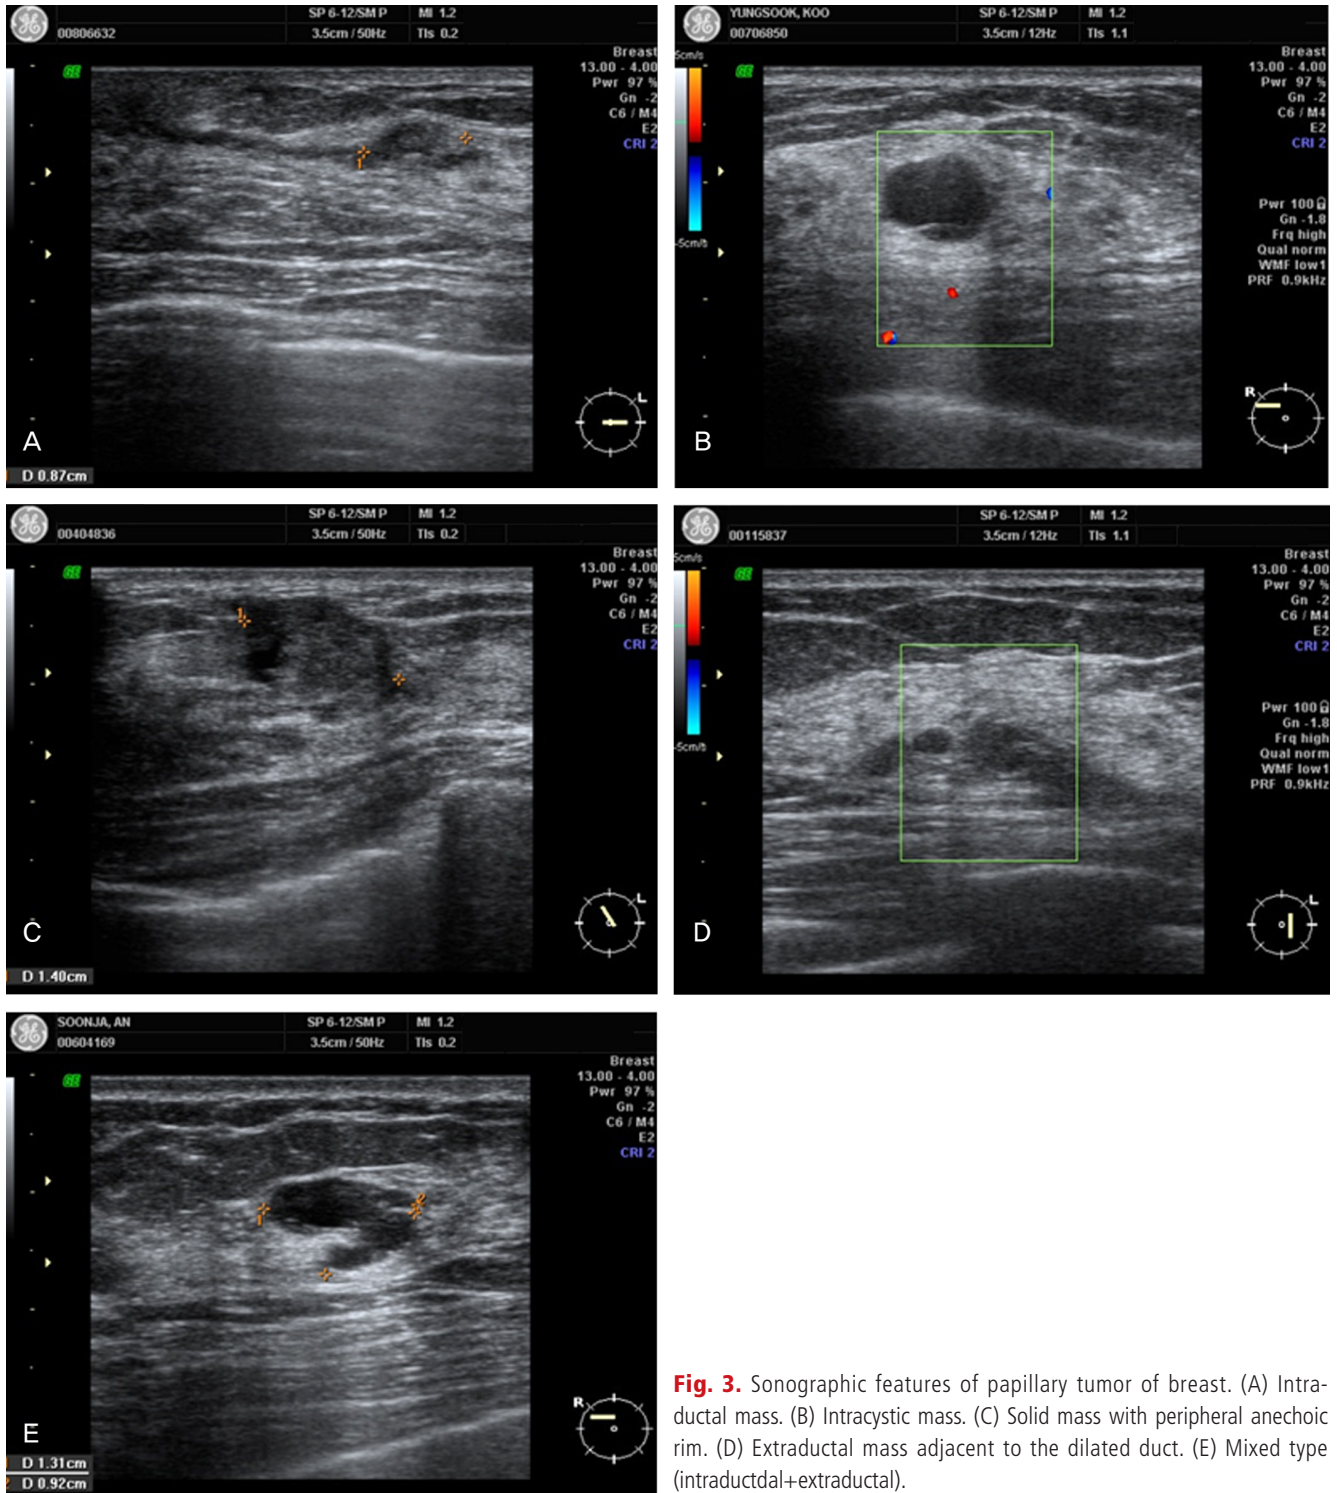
Sonographic features of papillary tumor of breast. (A) Intraductal mass. (B) Intracystic mass. (C) Solid mass with peripheral anechoic rim. (D) Extraductal mass adjacent to the dilated duct. (E) Mixed type (intraductal+extraductal).
